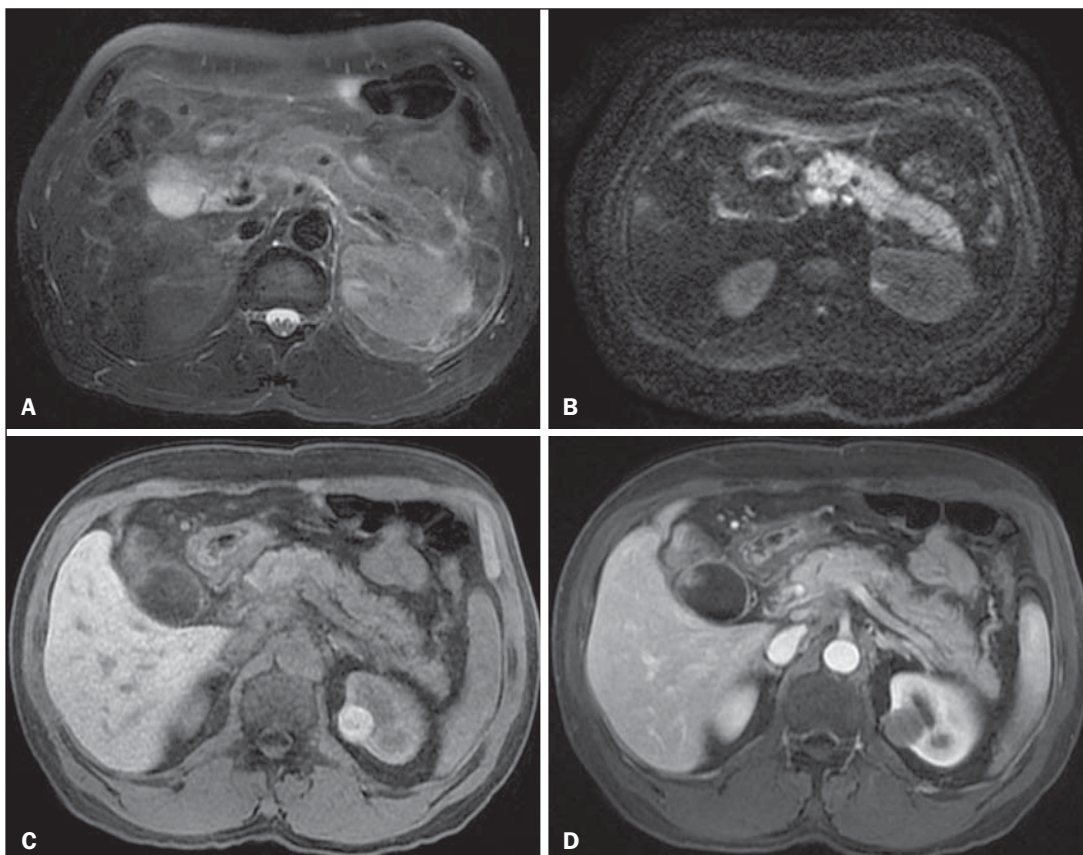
RM na pancreatite aguda edematosa. A: Imagem axial de RM *fast-spin echo* ponderada em T2 com supressão de gordura mostra aumento pancreático difuso com elevação do sinal em T2, perda do padrão glandular habitual e líquido peripancreático. B: Imagem axial de RM ecoplanar ponderada em difusão mostra restrição à difusão das moléculas de água difusamente em todo o parênquima pancreático. C,D: Imagens axiais de RM gradiente eco ponderada em T1 com supressão de gordura pré-contraste (C) e pós-contraste (D) mostram discreto hipossinal T1 do parênquima pancreático e realce preservado, sem áreas de necrose.
